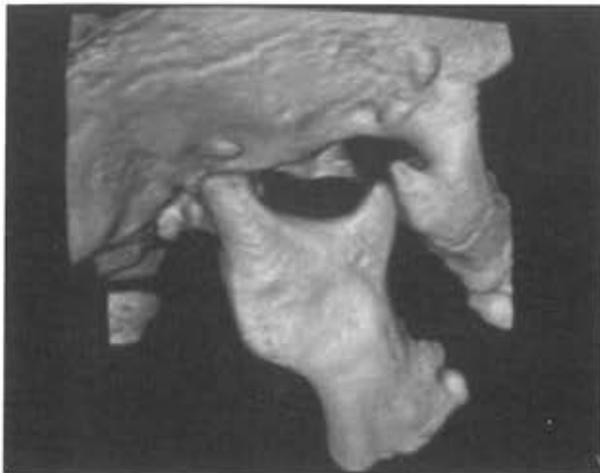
Tomografía computarizada tridimensional del paciente en la que se puede destacar la apófisis coronoides hiperplásica.
